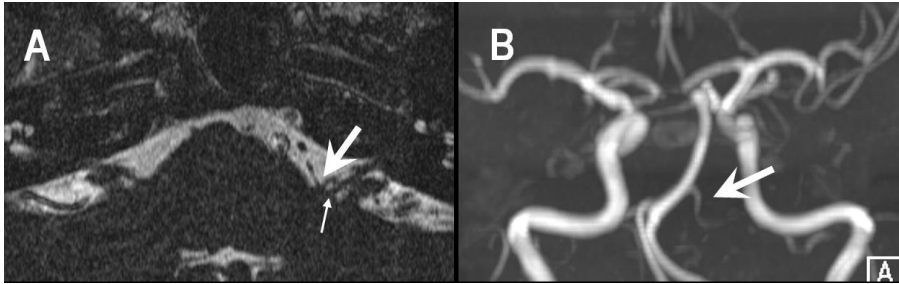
MR image and MR angiography in a patient with left hemifacial spasm. (A) Axial view of T2 thin-section MR image shows that the left dominant-AICA (large white arrow) compresses the root exit zone of the facial nerve (small white arrow). (B) Three-dimensional TOF intracranial angiographic image demonstrates the left dominant-AICA (white arrow).
